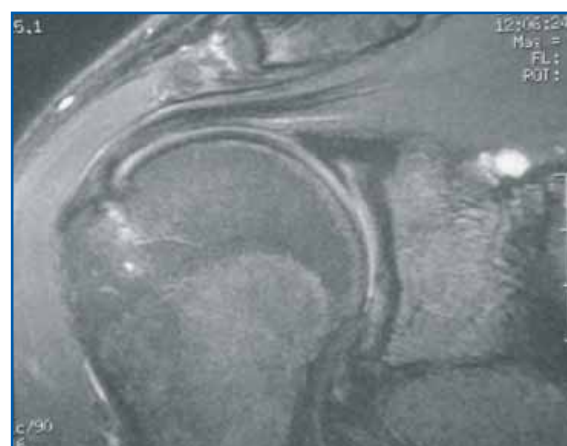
Los hallazgos consistentes con un desgarro del labrum superior en la RMN incluyen una señal aumentada dentro del labrum, deformidad o desplazamiento del labrum, y la presencia de un ganglión paralabral, como se ve en este ejemplo.
